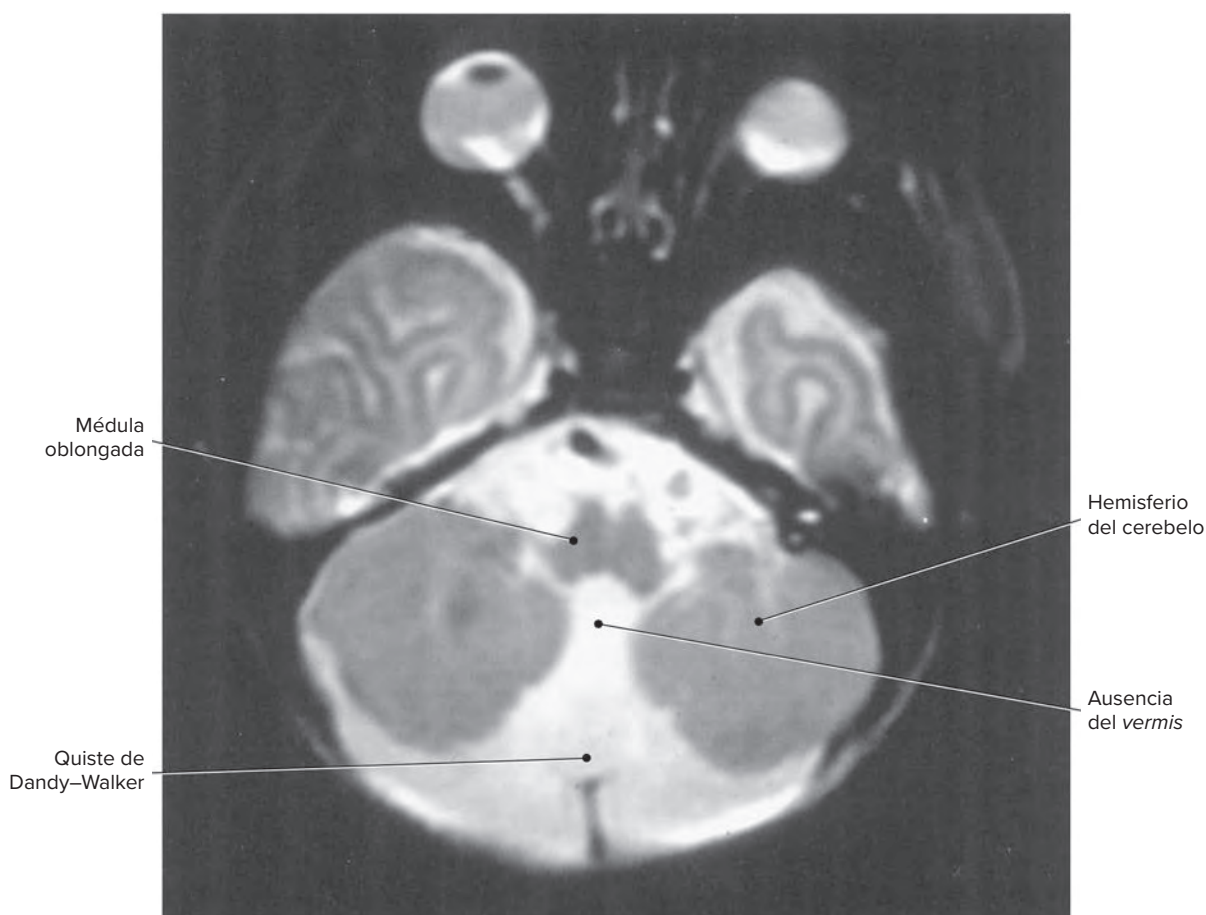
RM axial del cerebro de una malformación de Dandy-Walker.
